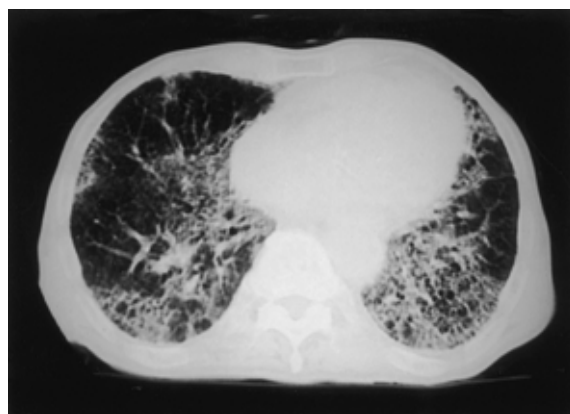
Chest CT scan on admission, showing diffuse honeycombing shadows.
